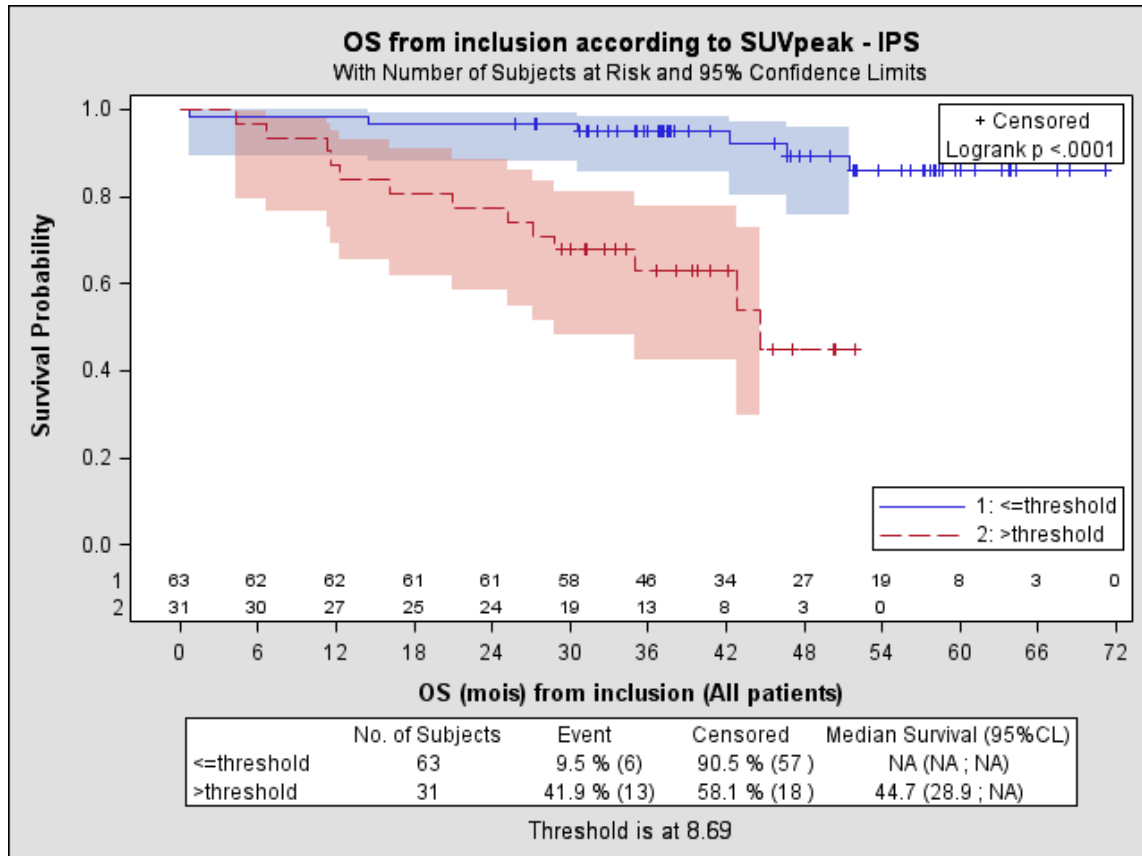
Représentation de la survie globale selon la SUVpeak avec un seuil à 8.7
